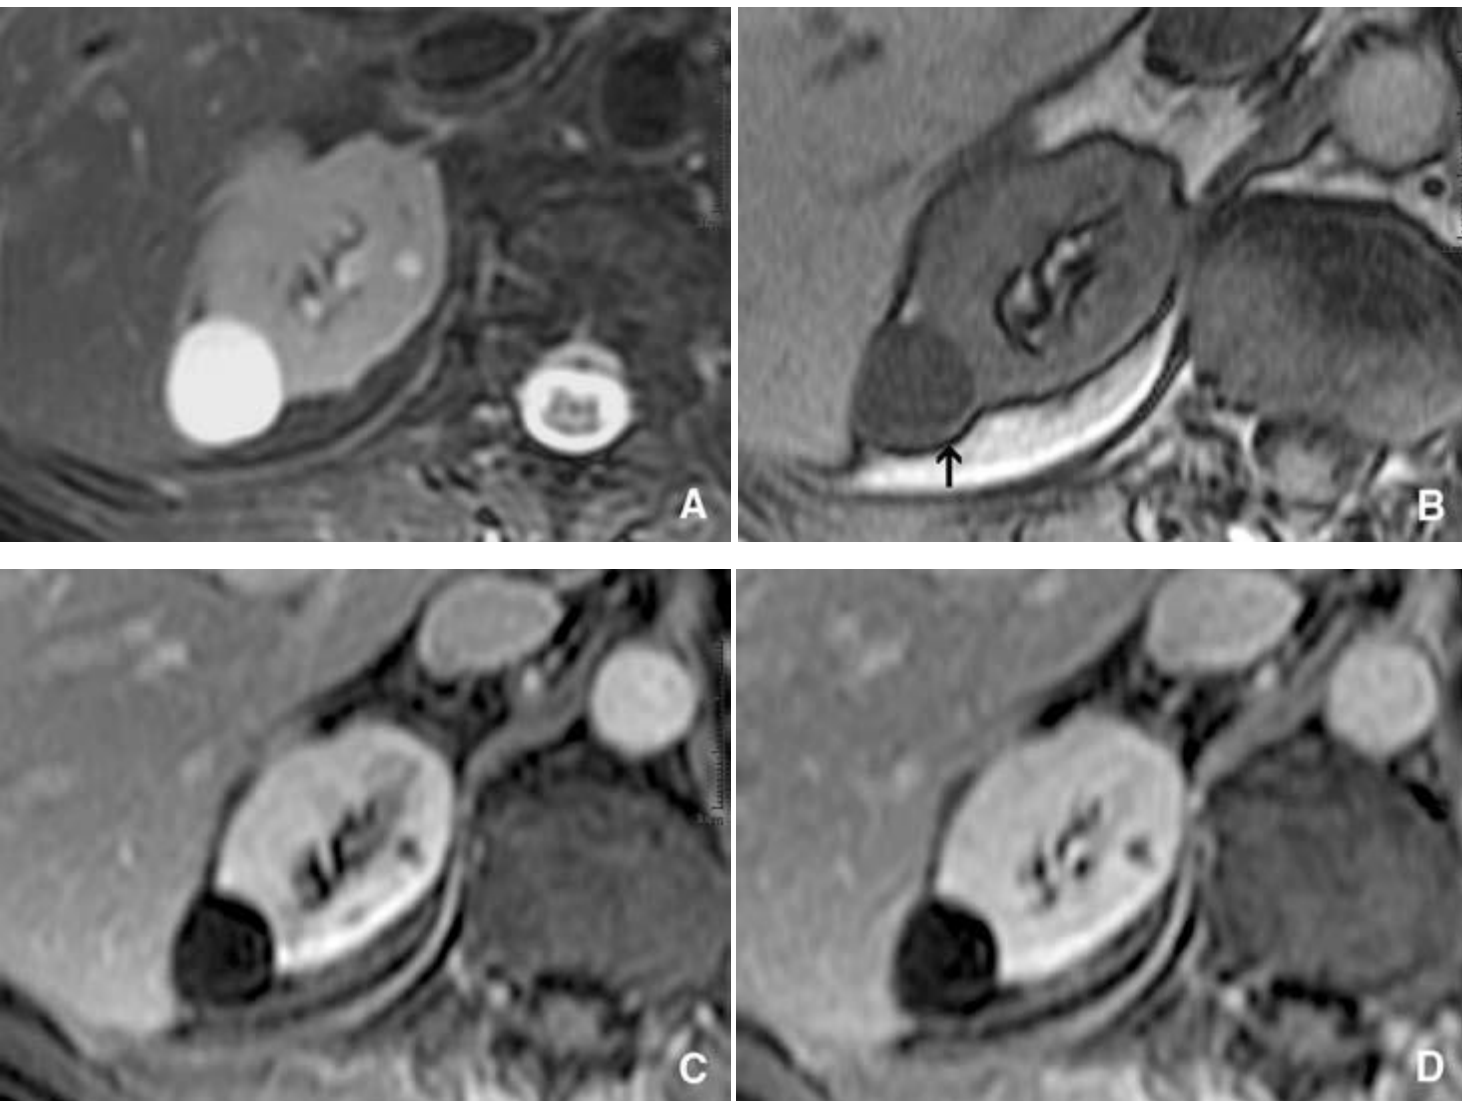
~~/283/~~IRM d'un kyste simple typique. Images pondérées en T2 (A), T1 (B) et après contraste (séquence dynamique avec saturation de la graisse) à la phase artérielle (C) et néphrographique (D).
